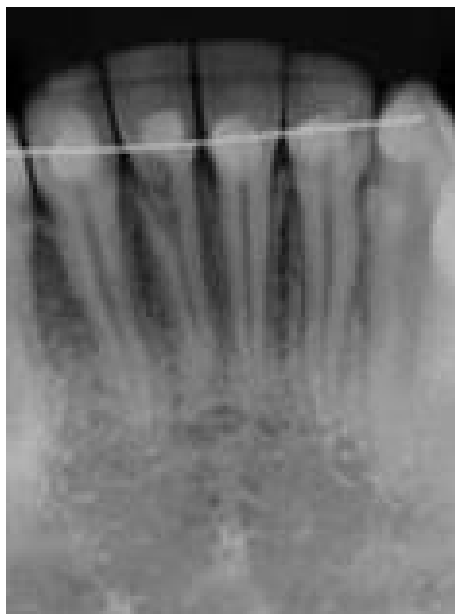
Radiografia periapical mostrando radiotransparência irregular, mas bem delimitada na junção cimento-esmalte do incisivo central inferior direito (adaptado de Vasconcelos et al., 2016).
